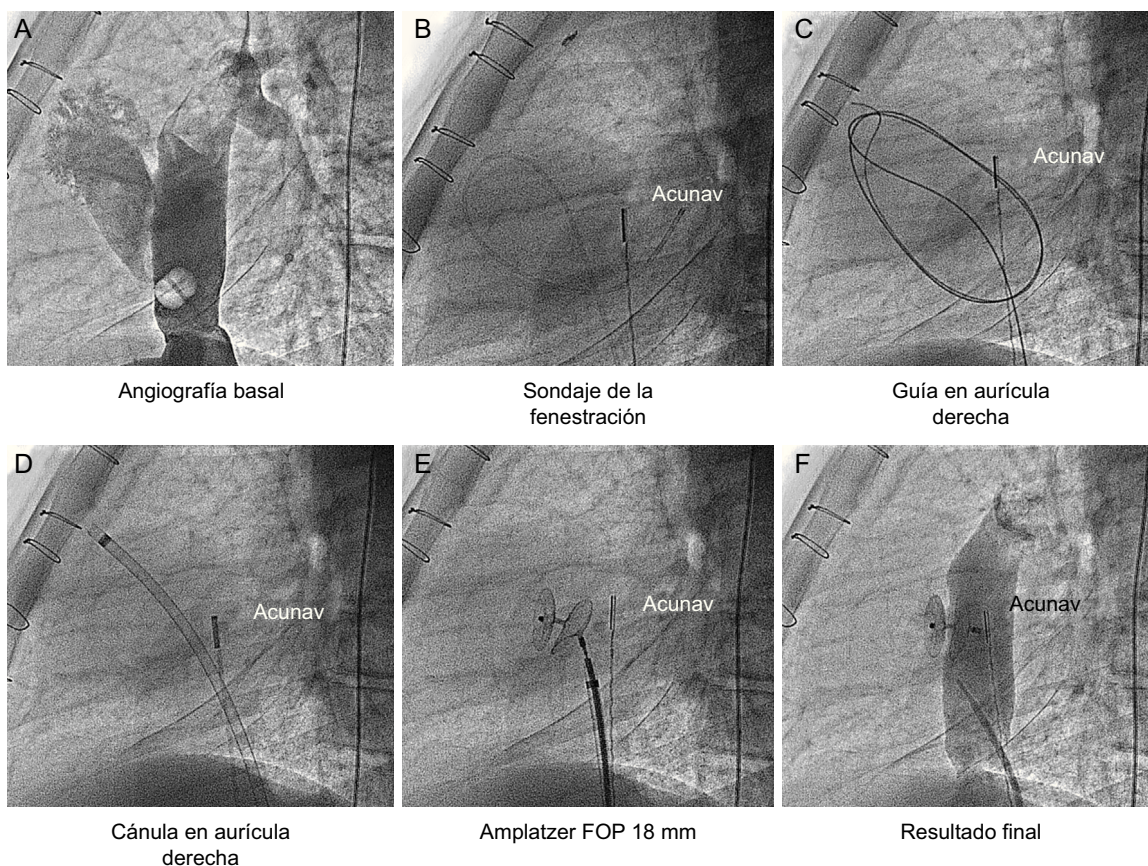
angiografía basal. B: sondaje de la fenestración guiado por ecografía intracardiaca. C: guía en aurícula derecha. D: cánula en la aurícula derecha. E: suelta del dispositivo de cierre de foramen oval permeable. F: angiografía final. FOP: foramen oval permeable.
